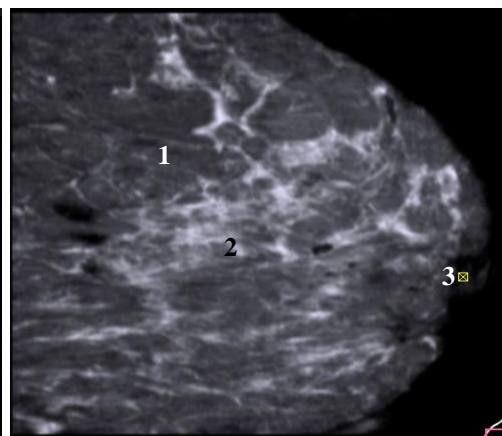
5Б Сонотомограмма правой молочной железы. Боковой латеро-медиальный срез. Остаточная железисто-фиброзная ткань в верхних и центральных отделах. В нижних – преобладает жировая ткань.
